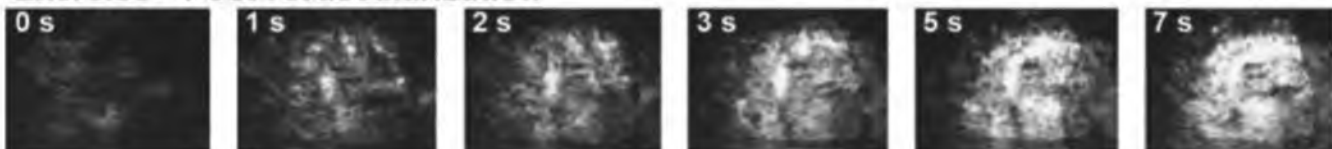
Ультразвуковое исследование перфузии с контрастированием [15].
